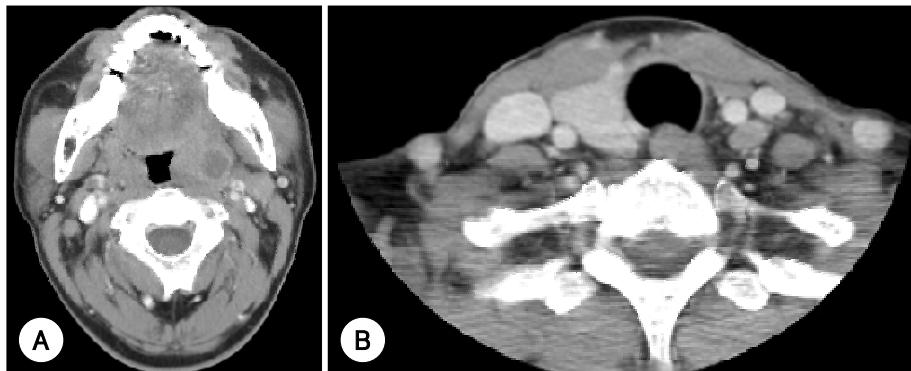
Axial CT scan(case 2) with contrast enhancement shows that there is a $1 \times 1 \text{ cm}$ sized abscess cavity in the left palatine tonsil (A) and no normal thyroid tissue on the left side and the isthmus(B).
